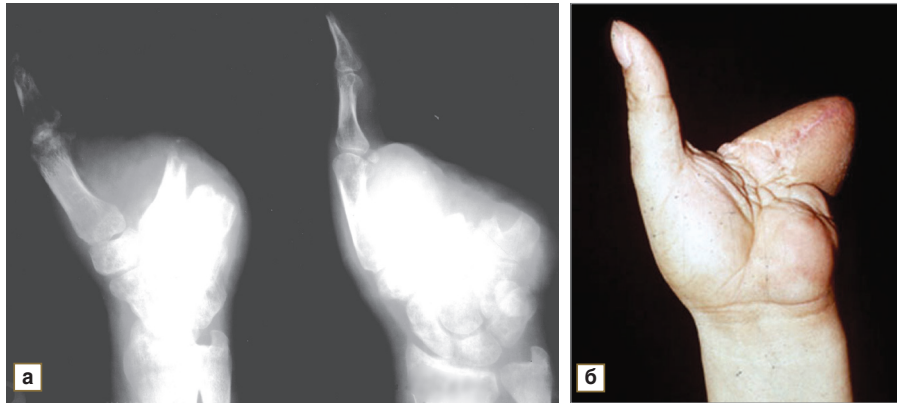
Внешний вид и рентгенограммы кисти пациента С.: а — рентгенограмма кисти до операции; б — сформированная из стебля мягкотканная основа локтевого края кисти; через два года после операции: в — рентгенограмма кисти; г — функция приведения первого пальца к локтевой противоупорной branше; д — функция отведения первого пальца
